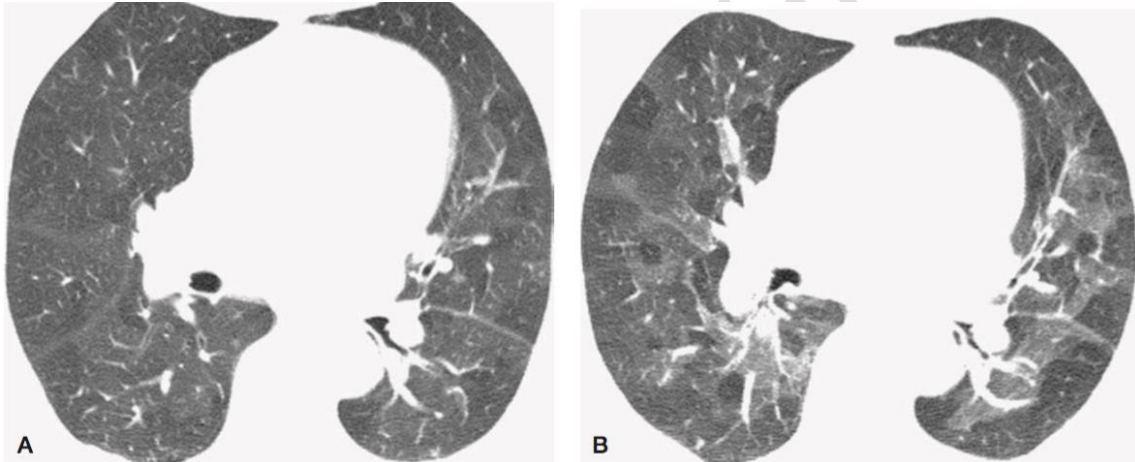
Imágenes de TC inspiratoria y espiratoria en un paciente con bronquiolitis obliterante postinfecciosa. (a) En la inspiración, los pulmones parecen heterogéneos en atenuación debido a la perfusión de mosaico. (b) Al espirar, se observa una marcada falta de homogeneidad en la atenuación pulmonar, con atrapamiento de aire multifocal. Muchas regiones de captura de aire parecen ser lobulares.
